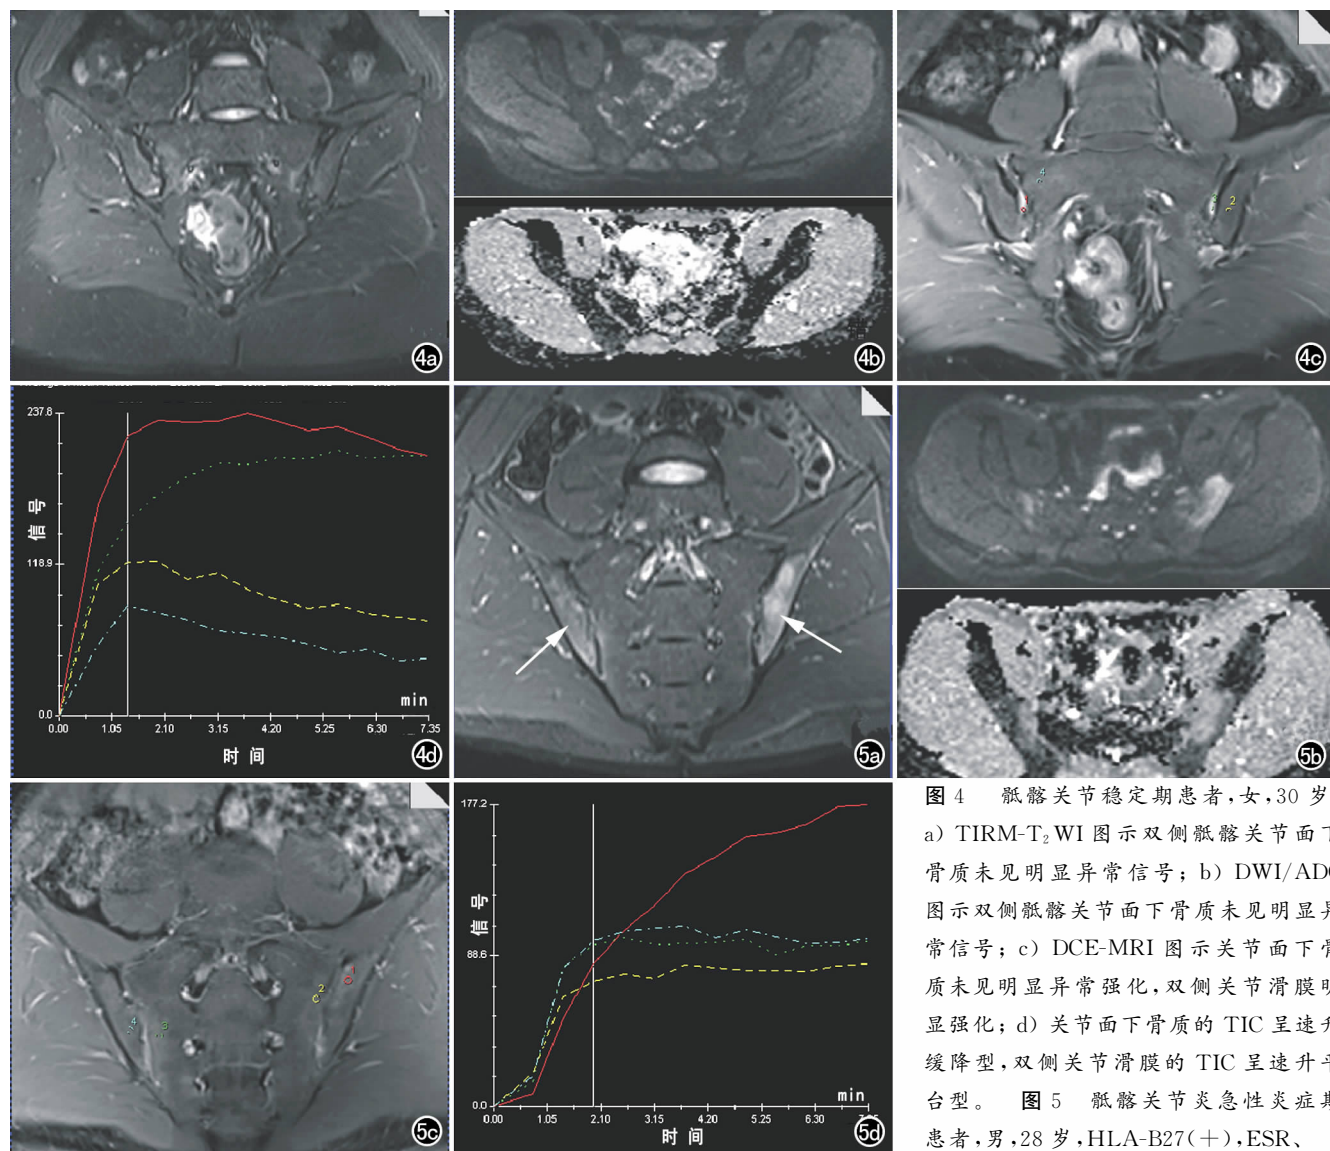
骶髂关节稳定期患者,女,30 岁。a) TIRM- T_2 WI 图示双侧骶髂关节面下骨质未见明显异常信号;b) DWI/ADC 图示双侧骶髂关节面下骨质未见明显异常信号;c) DCE-MRI 图示关节面下骨质未见明显异常强化,双侧关节滑膜明显强化;d) 关节面下骨质的 TIC 呈速升缓降型,双侧关节滑膜的 TIC 呈速升平台型。图 5 骶髂关节炎急性炎症期患者,男,28 岁,HLA-B27(+),ESR、
